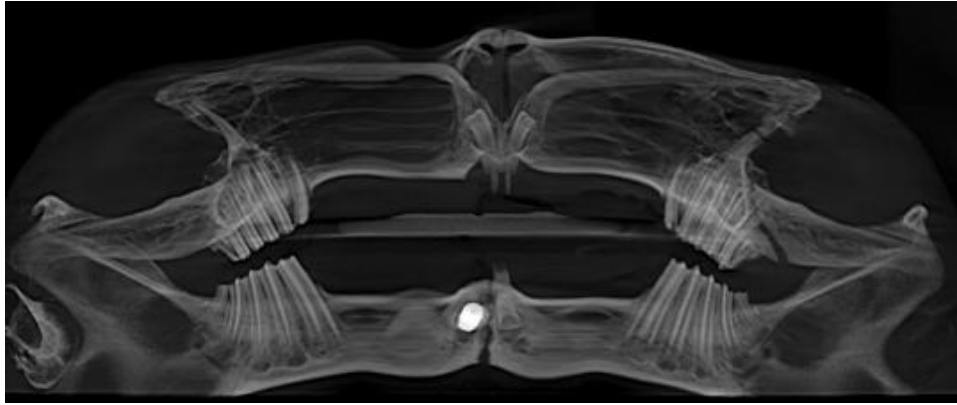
Конусно-лучевая компьютерная томография челюстных костей кролика из контрольной группы через 30 суток после дентальной имплантации.
